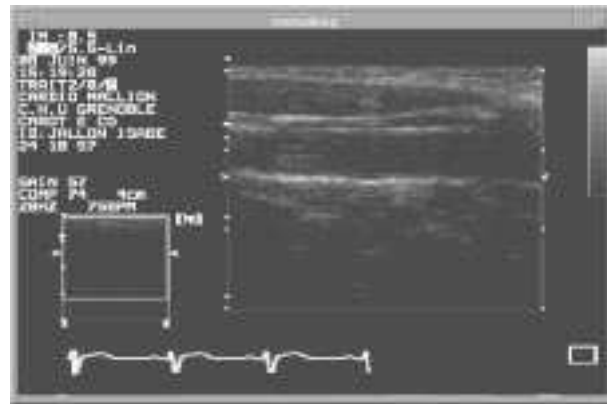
Un exemple d'image brute acquise par l'échographe.
